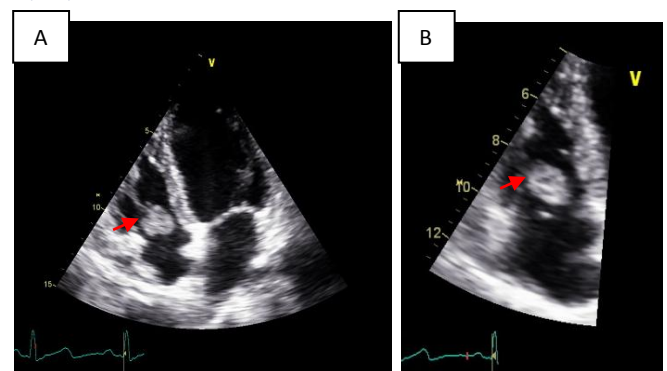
Ecocardiograma transtorácico: A - Plano apical de 4 câmaras visualizando-se massa no coração do direito – B - Zoom da massa. (Laboratório de Ecocardiografia, HSM-CHLN)
